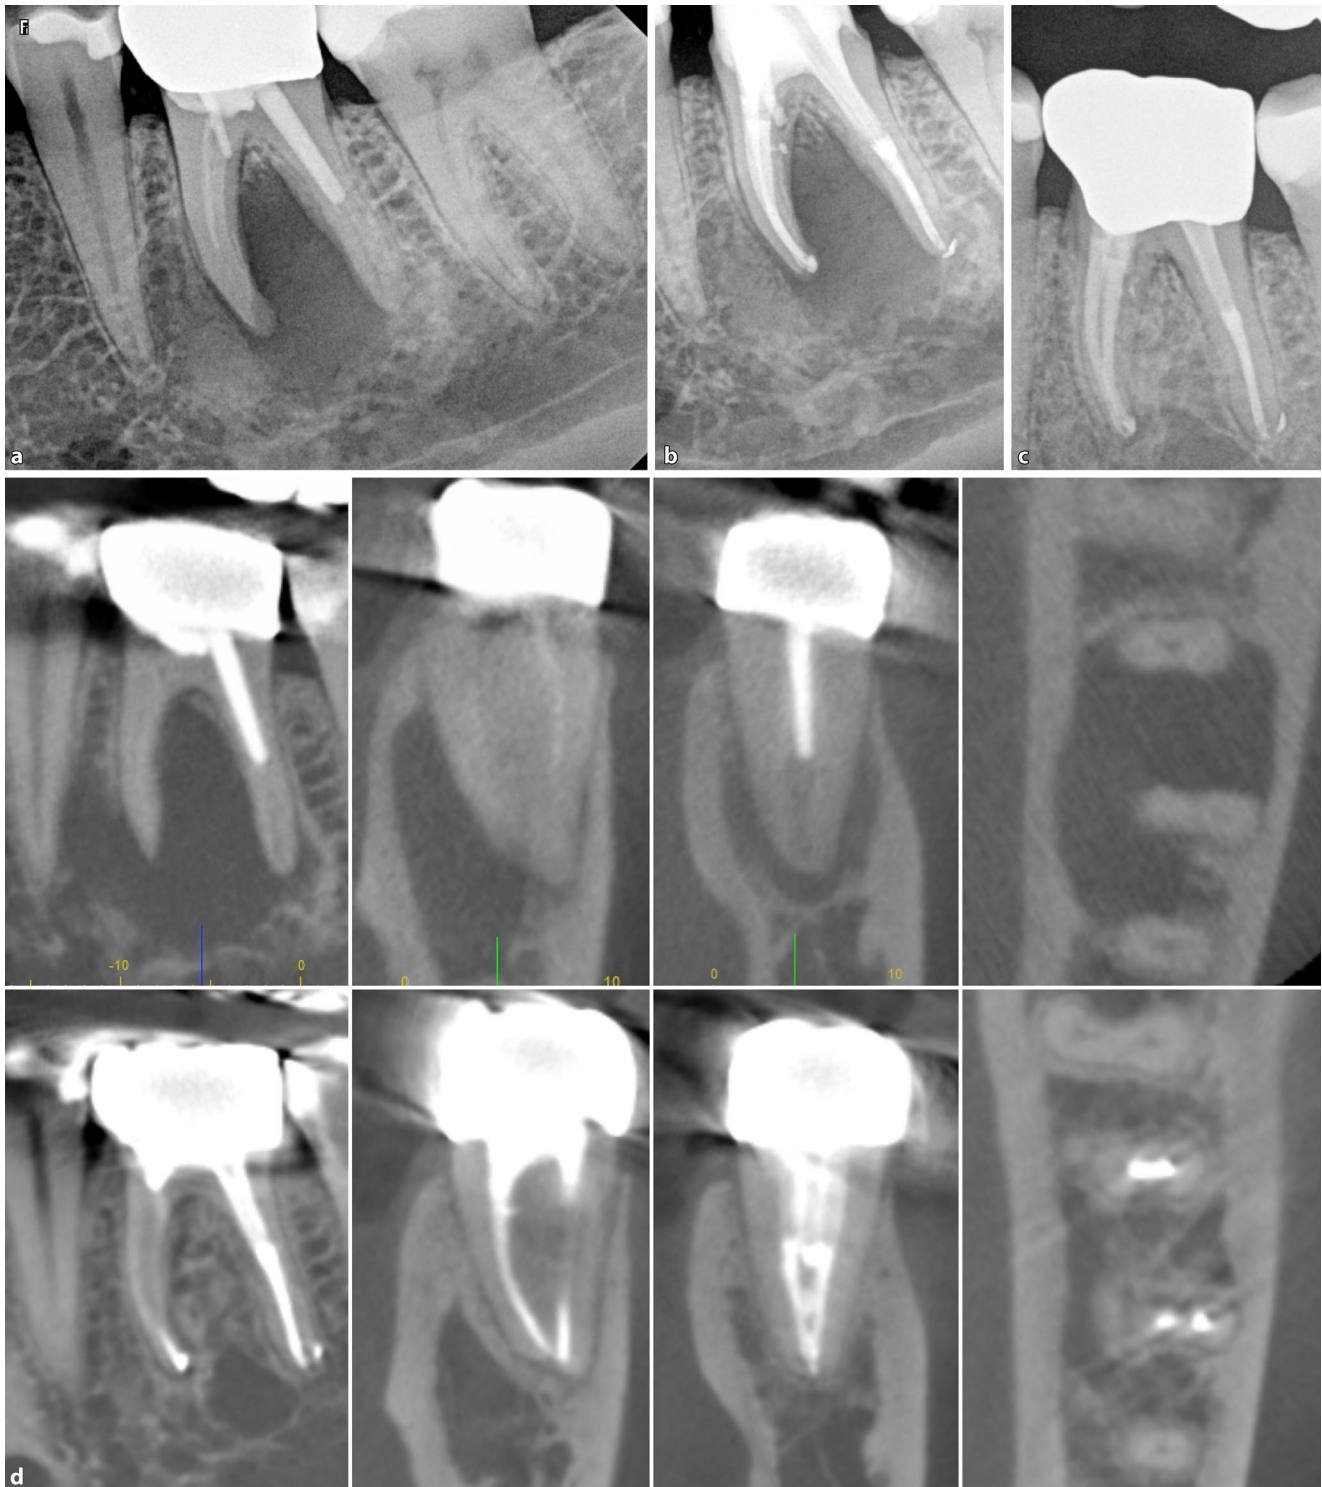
▲ Zahn 36 mit Verdacht auf radikuläre Zyste. a Ausgangsaufnahme mit unvollständiger Wurzelkanalfüllung und starkem Wurzelstift. Verdacht auf eine Vertikalfraktur. b Abschlusskontrolle nach einseitiger und vollständiger Wurzelkanalbehandlung. Keine Dentinrisse sichtbar. c Röntgenkontrolle nach 8 Jahren: verkleinerte apikale Aufhellung. d Gegenüberstellung von Ausgangs-DVT und Kontroll-DVT nach 8 Jahren: apikal kein pathologischer Befund. *DVT* digitale Volumentomographie. (Mit freundl. Genehmigung © M. Arnold, alle Rechte vorbehalten)
